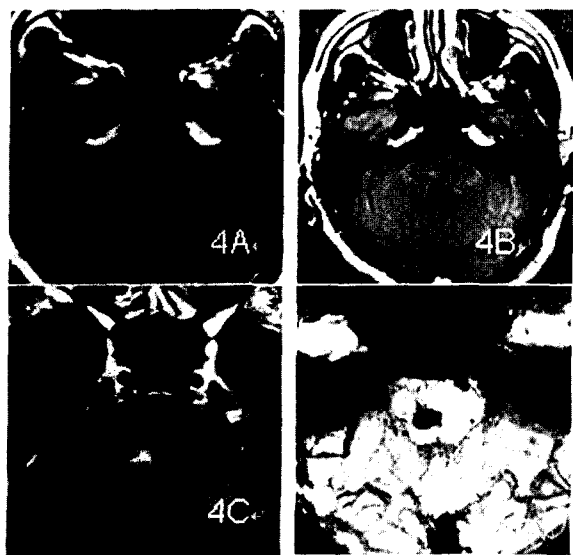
毛细血管扩张:4A:T1WI 显示脑桥右侧呈低信号。4B:T2 FLAIR 显示病灶呈略高信号。4C:CE-MRA 显示病灶强化。4D:SWAN 显示脑桥右侧呈小圆形低信号,较其他序列范围大。
